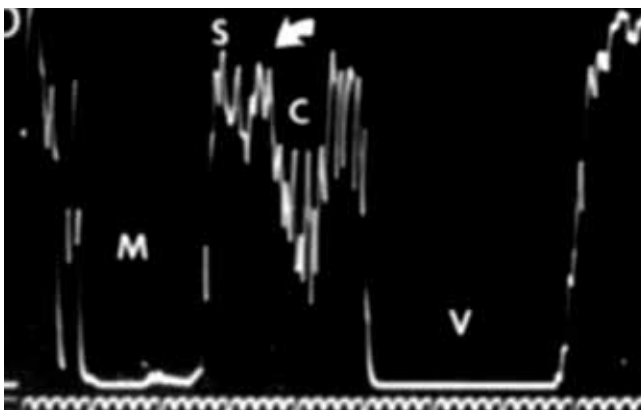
Modo A muestra reflectividad alta estructura interna irregular, espacios quísticos. (Ultrasound of the Eye and Orbit. Frasier S, Green RL. 2002.)
